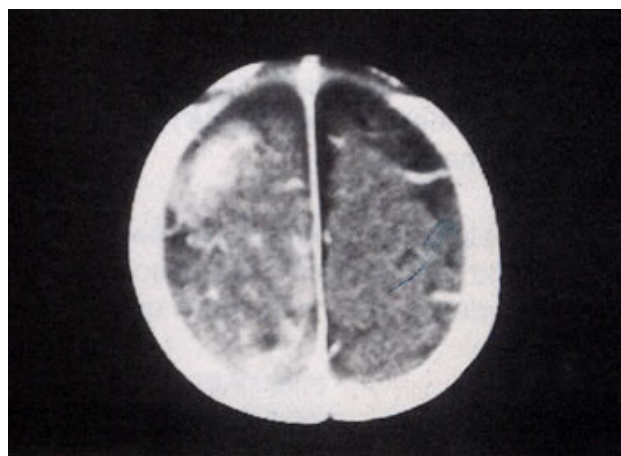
TDM : Hématome sous-dural aigu.
